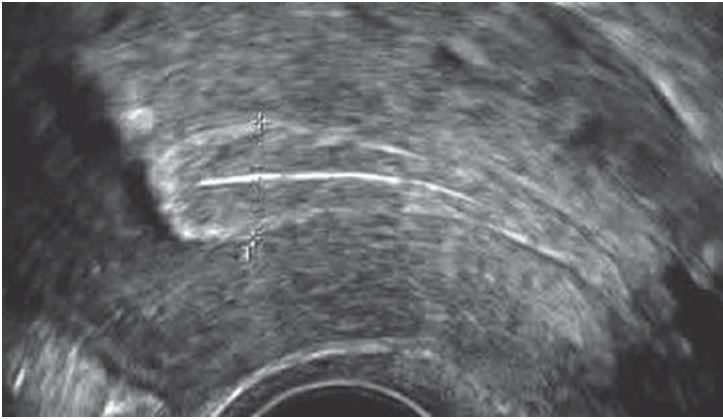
Трехслойная структура эндометрия (УЗИ)
